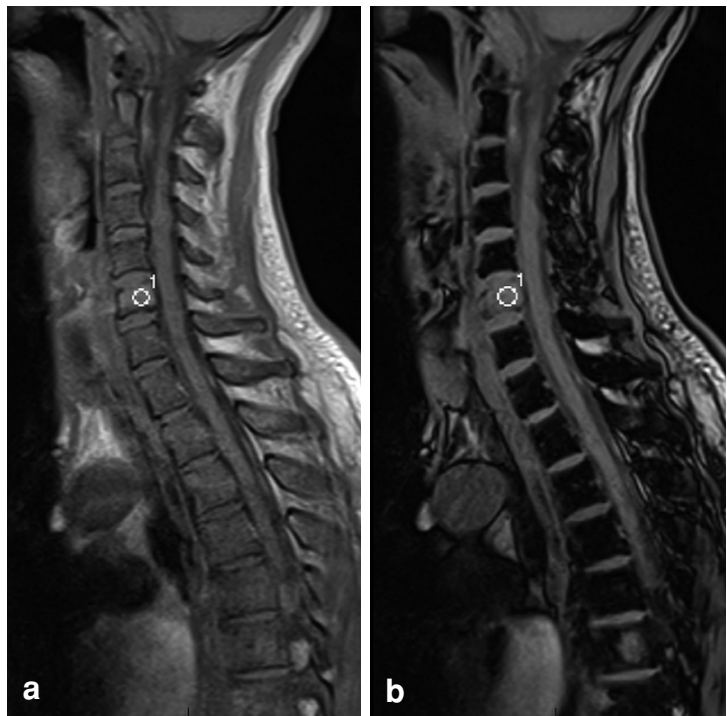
Fracture maligne de C6. IRM images sagittales en phase (13a) et en opposition de phase (13b). Le signal est élevé sur l'image en opposition de phase car les voxels ne contiennent pas de graisse, en faveur de la malignité. Seconde localisation en T6.
